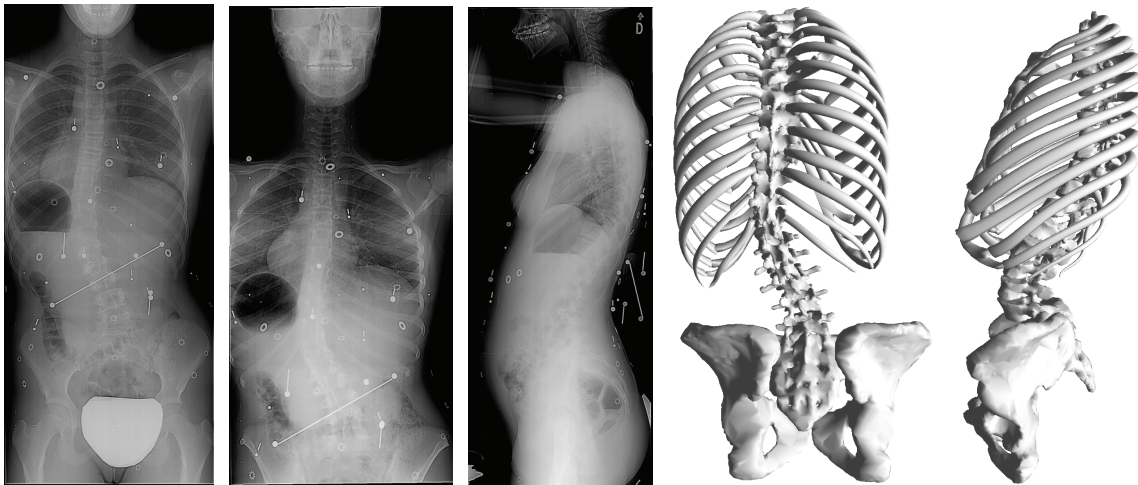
De gauche à droite : radiographie PA-0, PA-20, LAT; reconstruction vue de derrière, de gauche (patient de l'Hôpital Ste-Justine)
